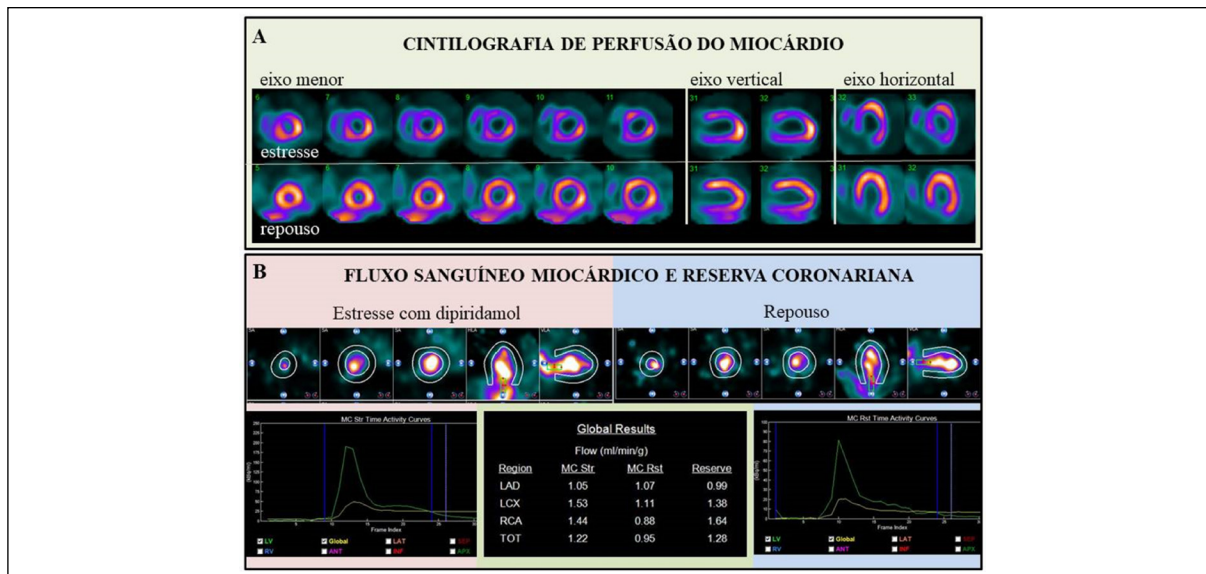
Perfusão Miocárdica, Fluxo Sanguíneo Miocárdico e Reserva de Fluxo Coronariano obtidas em equipamento CZT(DSPECT) utilizando-se o radiofármaco Sestamibi-99mTc. (A) Cintilografia de perfusão do miocárdio realizada com sestamibi-99mTc, adquirida em equipamento CZT (DSPECT) mostrando isquemia extensa de padrão multiarterial (fundo amarelo). (B) Imagens do fluxo de estresse (fundo rosa) e de repouso (fundo azul) e as respectivas curvas de tempo/atividade da cavidade ventricular esquerda (LV) e da captação miocárdica (global). Ao centro (fundo verde) os resultados numéricos em mL/min/g de tecido do fluxo miocárdico, ao estresse (Str) e ao repouso (Rst), dos territórios vasculares principais: LAD (artéria descendente anterior), LCX (artéria circunflexa), RCA (artéria coronária direita) e do ventrículo esquerdo todo (TOT); e os valores da reserva coronariana (Reserve). Nota-se redução significativa da reserva coronariana nos três territórios vasculares e no ventrículo esquerdo globalmente.
